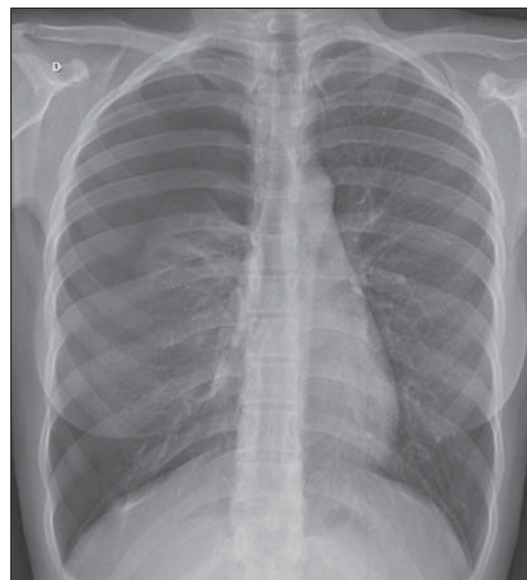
Radiografia do tórax em posteroanterior demonstrando pneumotórax à direita.
